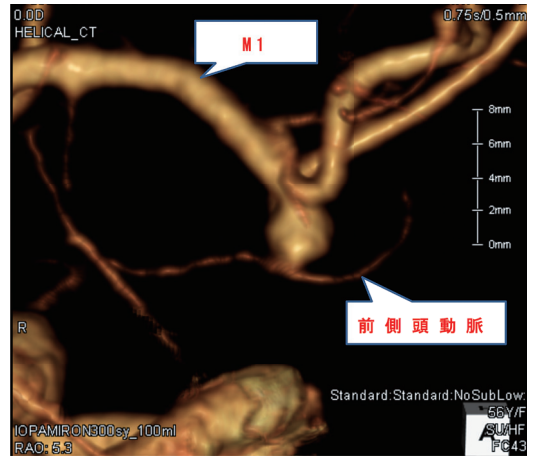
a: 症例7の術前の3D CT Angiography. 左中大脳動脈の下行枝にネックの主座を有する径4.1mmの脳動脈瘤を認める。瘤の先端部には、前側頭動脈が癒着。
